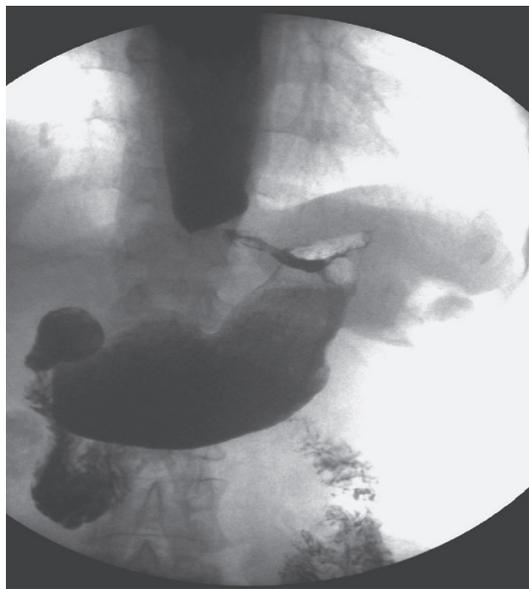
Рентгенограмма желудка больного Д. в прямой проекции (тугое наполнение, вертикальное положение). Кардиоэзофагеальный рак
